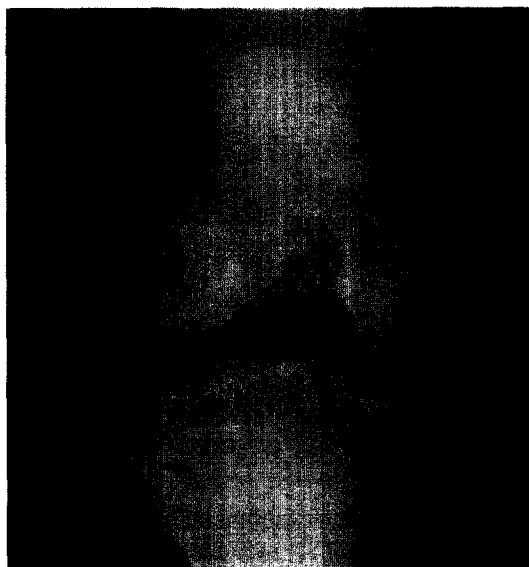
Plain radiograph of knee showing hypoplastic patella.
